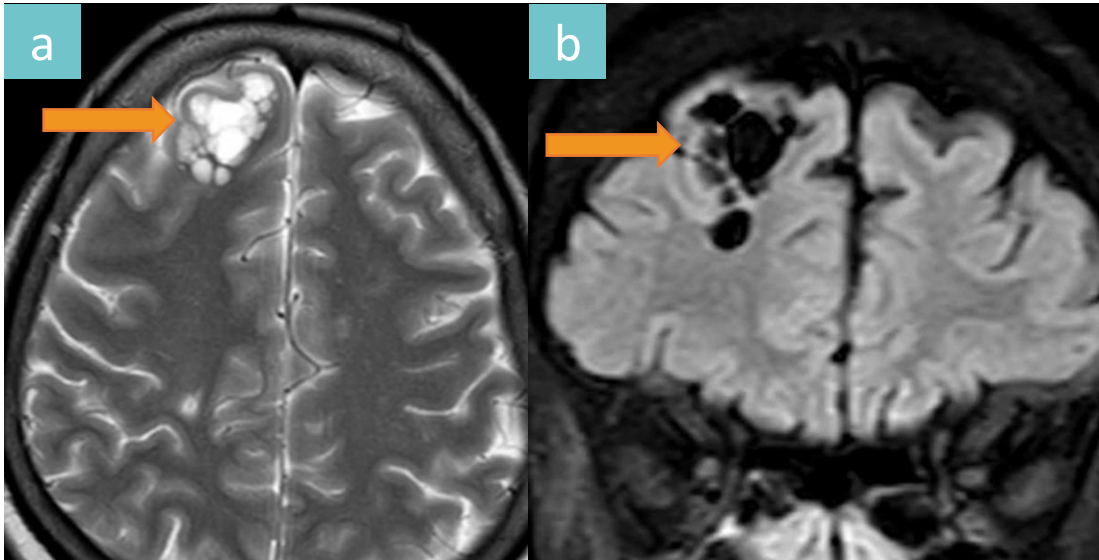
Espacios de Virchow Robin dilatados. Lesión multinodular en sustancia blanca yuxtacortical de lóbulo frontal izquierdo (flechas), hiperintensa en secuencia T2 (a) y que anula su señal en FLAIR T2 (b).
